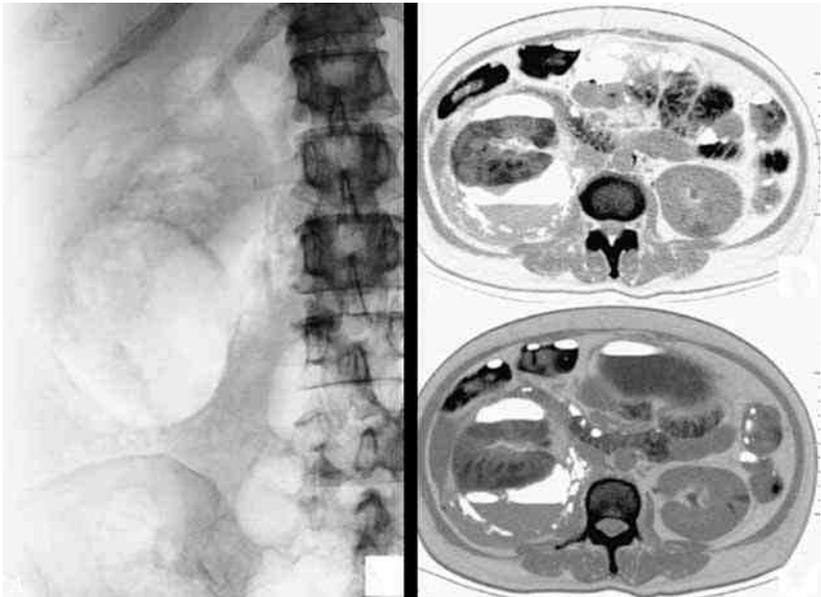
Обзорная урограмма (А) и компьютерная томограмма (Б, В) больного с острым эмфизематозным пиелонефритом. Визуализируется скопление газа вокруг правой почки в сочетании с неоднородностью почечной паренхимы (Liu K-L. et al., 2006)
